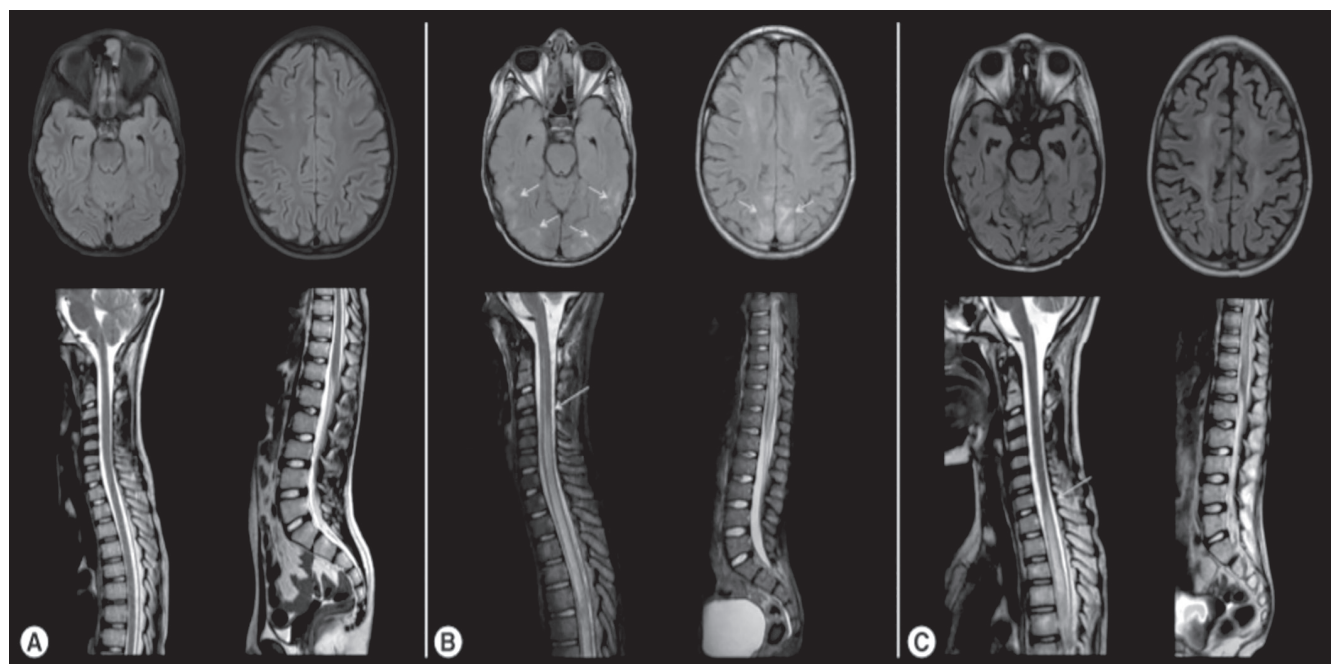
Изображения МРТ 11-летнего мальчика. (А) Исходные МРТ-изображения не показывают изменений сигнала головного или спинного мозга. (В) Аксиальные FLAIR и сагиттальные T2-взвешенные МРТ изображения, полученные через 72 часа после клинического начала PRES, показывают двусторонние и симметричные области кортикальной гиперинтенсивности в задних теменных и височных долях и обширную гиперинтенсивность спинного мозга от С3 до мозгового конуса. (С) Осевые FLAIR и сагиттальные T2-взвешенные МРТ изображения, полученные через 3 месяца, показывают полное разрешение корковых аномалий головного мозга и остаточную гиперинтенсивность сигнала от Th1 до мозгового конуса [13].
